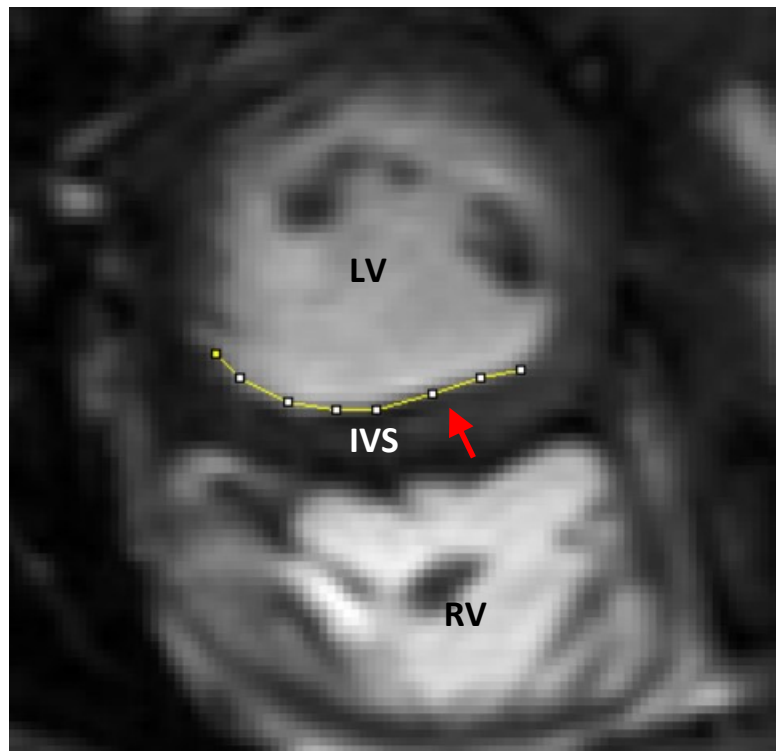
Kurze Achse einer Cine MRI Sequenz bei einem PatientInnen mit Fallot'scher Tetralogie und abgeflachter Krümmung des Ventrikelseptums (roter Pfeil). Linker Ventrikel (LV), rechter Ventrikel (RV) und interventrikuläres Septum (IVS). Gelbe Linie: Segmented-Line mit 8 Punkten entlang der inneren Kontur des linken Ventrikels.
